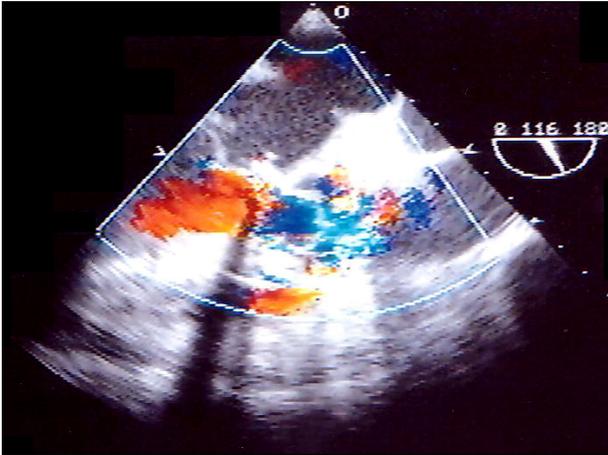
Color Doppler shows neither intravalvular regurgitation nor paravalvular leakage of mitral bioprosthetic valve.
